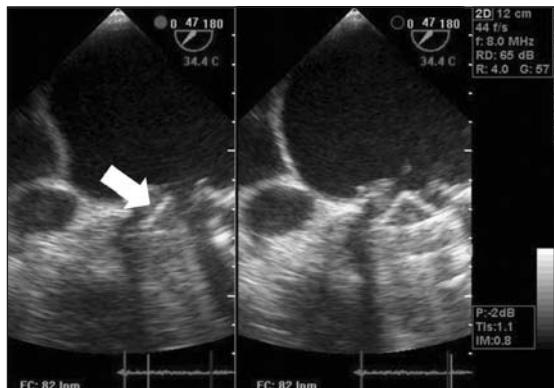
Ecocardiograma transesofágico. Sistole y diástole que muestra disco septal inmóvil (flecha)
